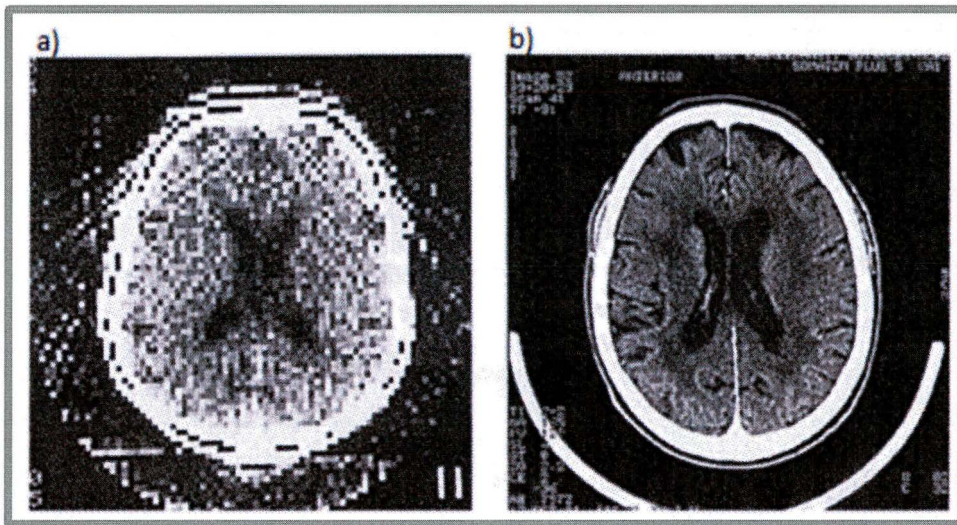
La imagen muestra cómo ha evolucionado la Tomografía Computada: a) Realizada en el año 1972, con una matriz de 80×80 , una resolución espacial de 3 lp/cm y un tiempo de barrido de 5 minutos, mientras que b) Realizada en 1993 con una matriz de 1024×1024 , posee una resolución espacial de 15 lp/cm y el barrido se realizó en 1 segundo. Imagen extraída del sitio web http://frank.mtsu.edu/~phys4600/Syllabus/CT/Lecture_5/lecture_5.html
